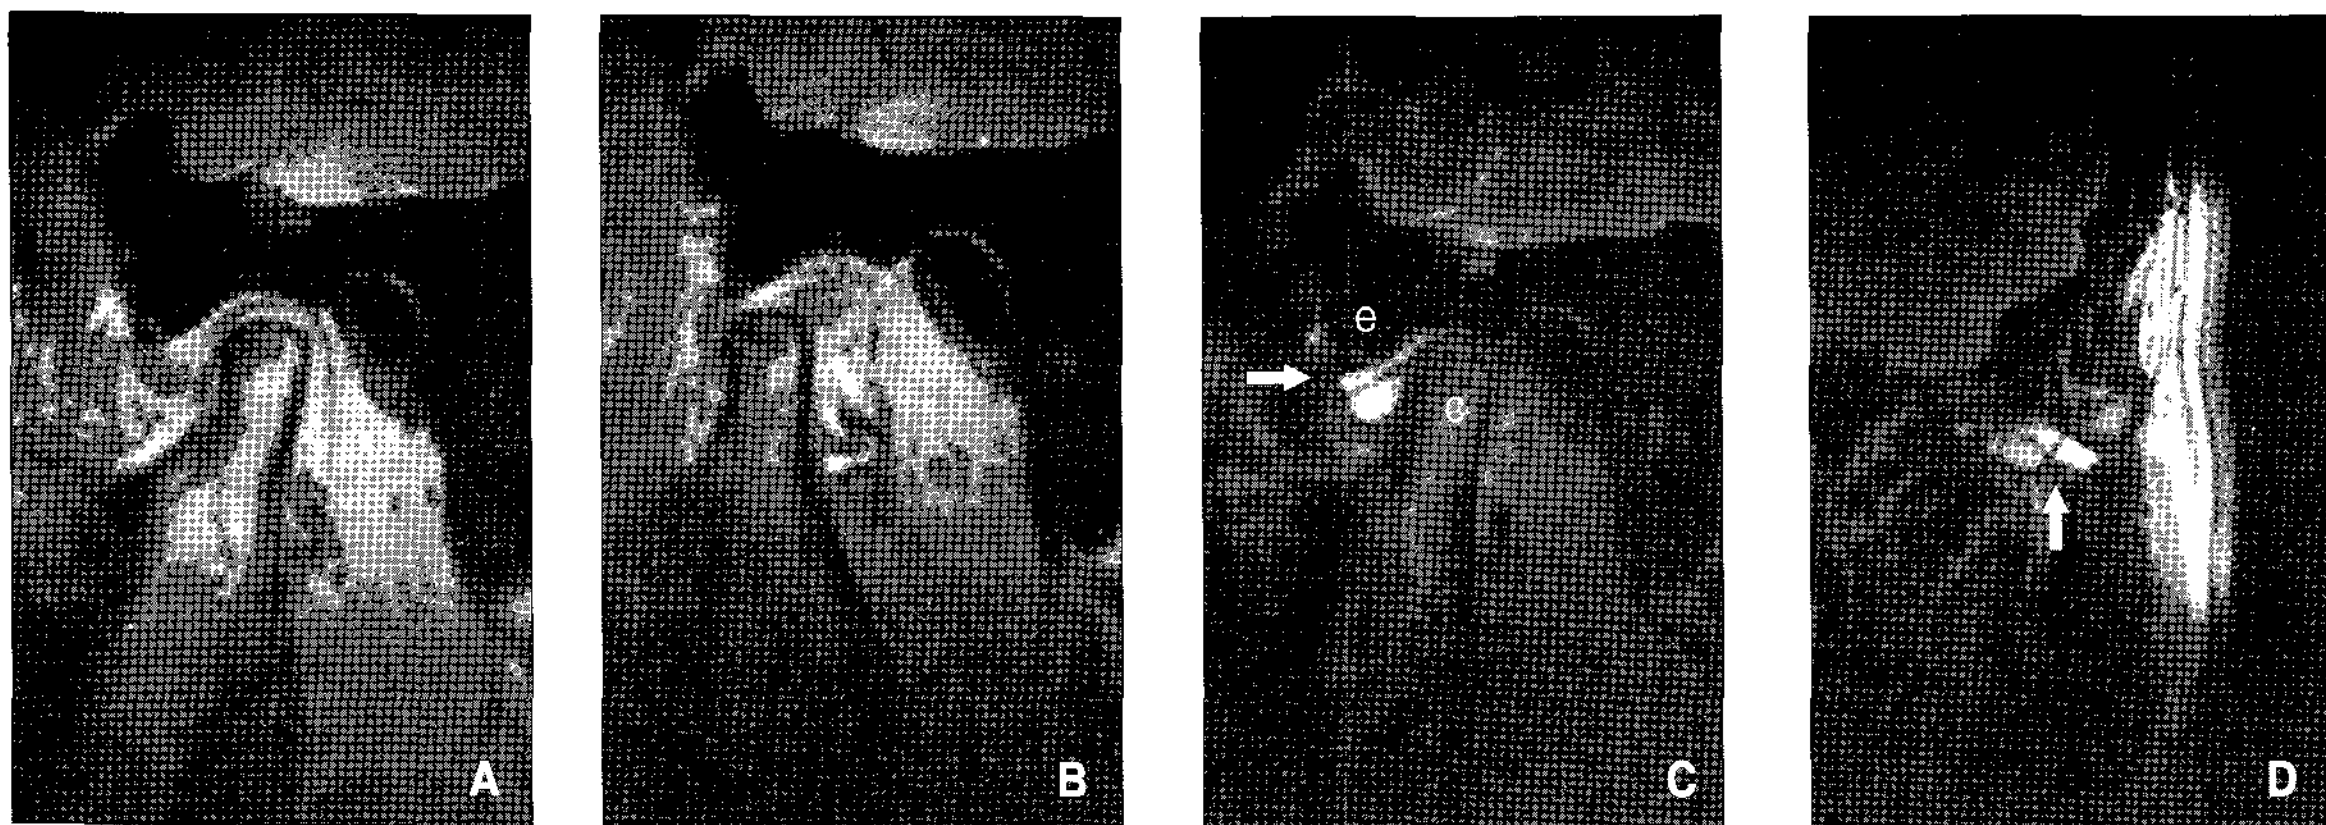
Preoperative MR images of the left temporomandibular joint. A, B, the articular disc is not seen clearly on T1 weighted image. Osteosclerosis of the cortical bone and low signal intensity of the bone marrow are seen. C, large amount of synovial fluid is seen in the upper and lower joint space (arrow). D, large amount of synovial fluid which is divided by septa is seen on a coronal image (arrow). T1WI: T1-weighted image, T2WI: T2-weighted image, c: condyle, e: articular eminence. A: T1WI closed-mouth, B: T1WI open-mouth, C: T2WI closed-mouth, D: Coronal T2WI.
